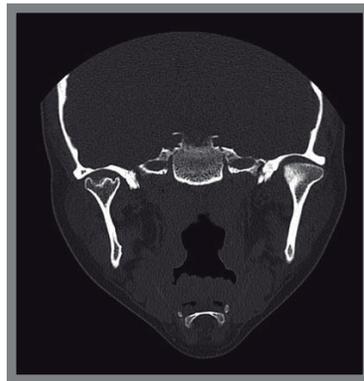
TC Corte coronal a boca cerrada. Se observa la anomalía anatómica del cóndilo y como ésta interfiere en la compatibilidad de este con la eminencia articular.
